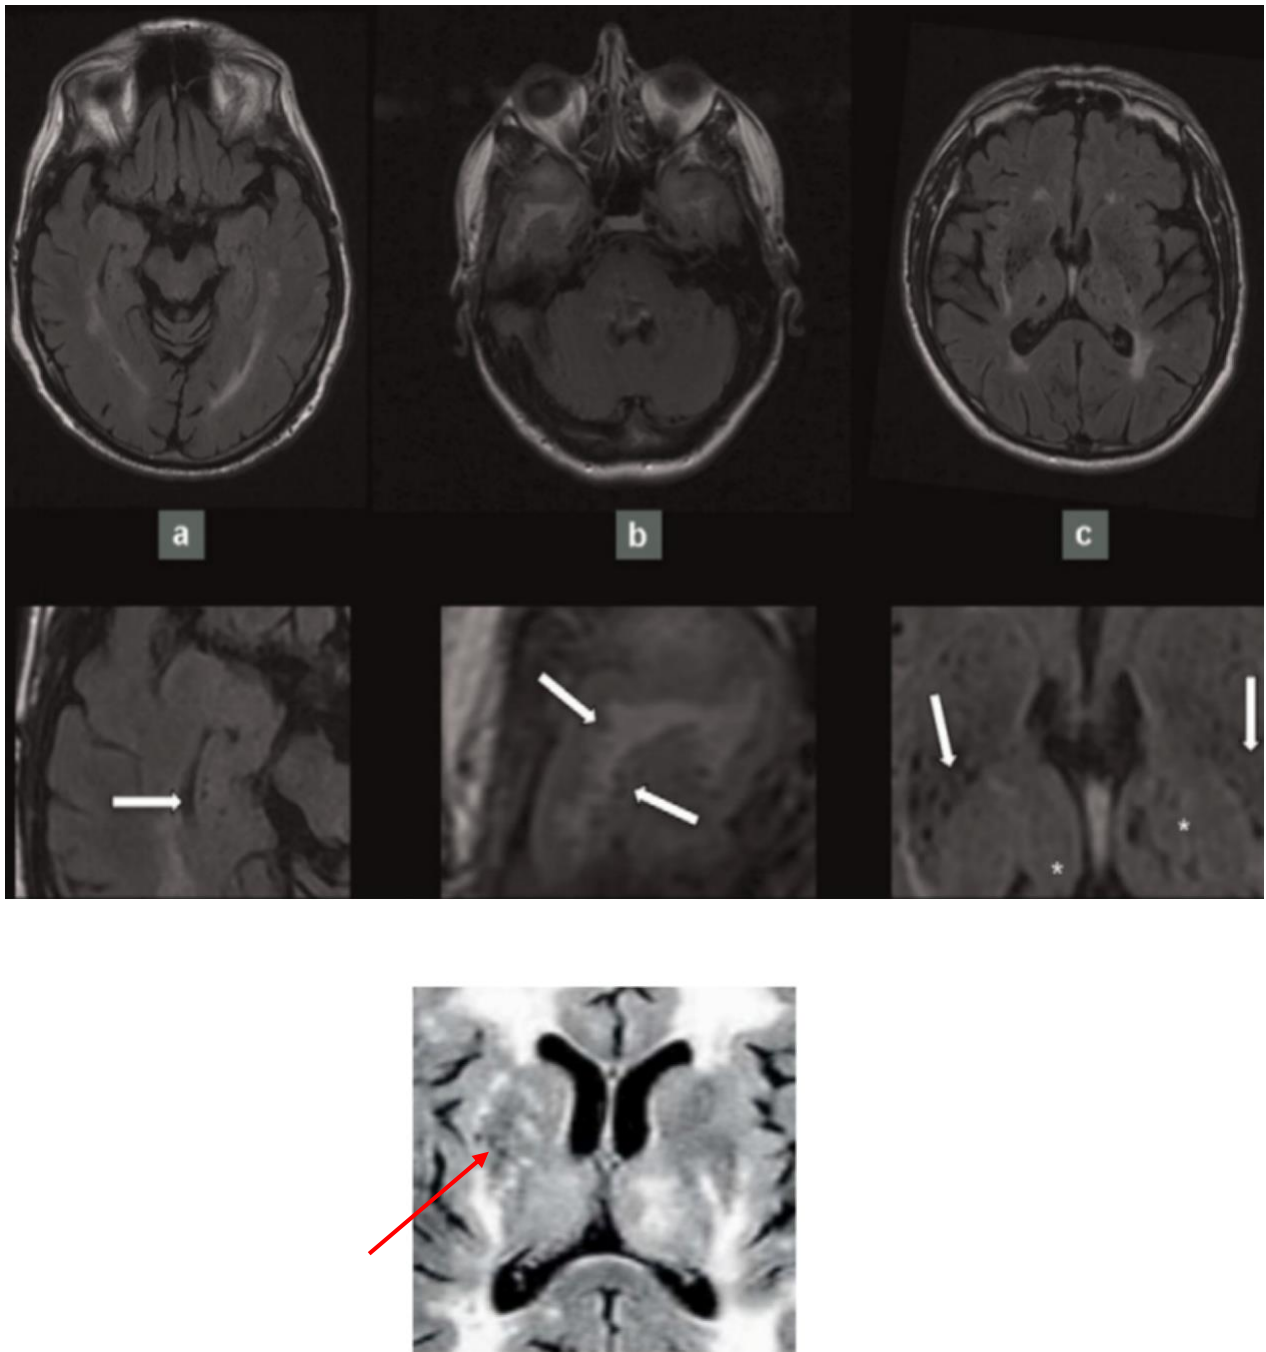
Axiale FLAIR ; Espaces périvasculaire dilatés (EPVD) : a : EPVD hippocampiques dans une forme sporadique de MPAC liée à l'âge et l'HTA ; b : EPVD à la jonction cortico-sous-corticale dans le lobe temporal, spécifique de CADASIL lorsqu'ils sont associés à des hypersignaux des pôles antérieures ; c,d : « état criblé » des noyaux lenticulaires chez un patient atteint d'une forme sporadique de MPAC liée à l'âge et à l'HTA (flèches, à distinguer d'infarctus lacunaires « silencieux » thalamiques en astérisques).
